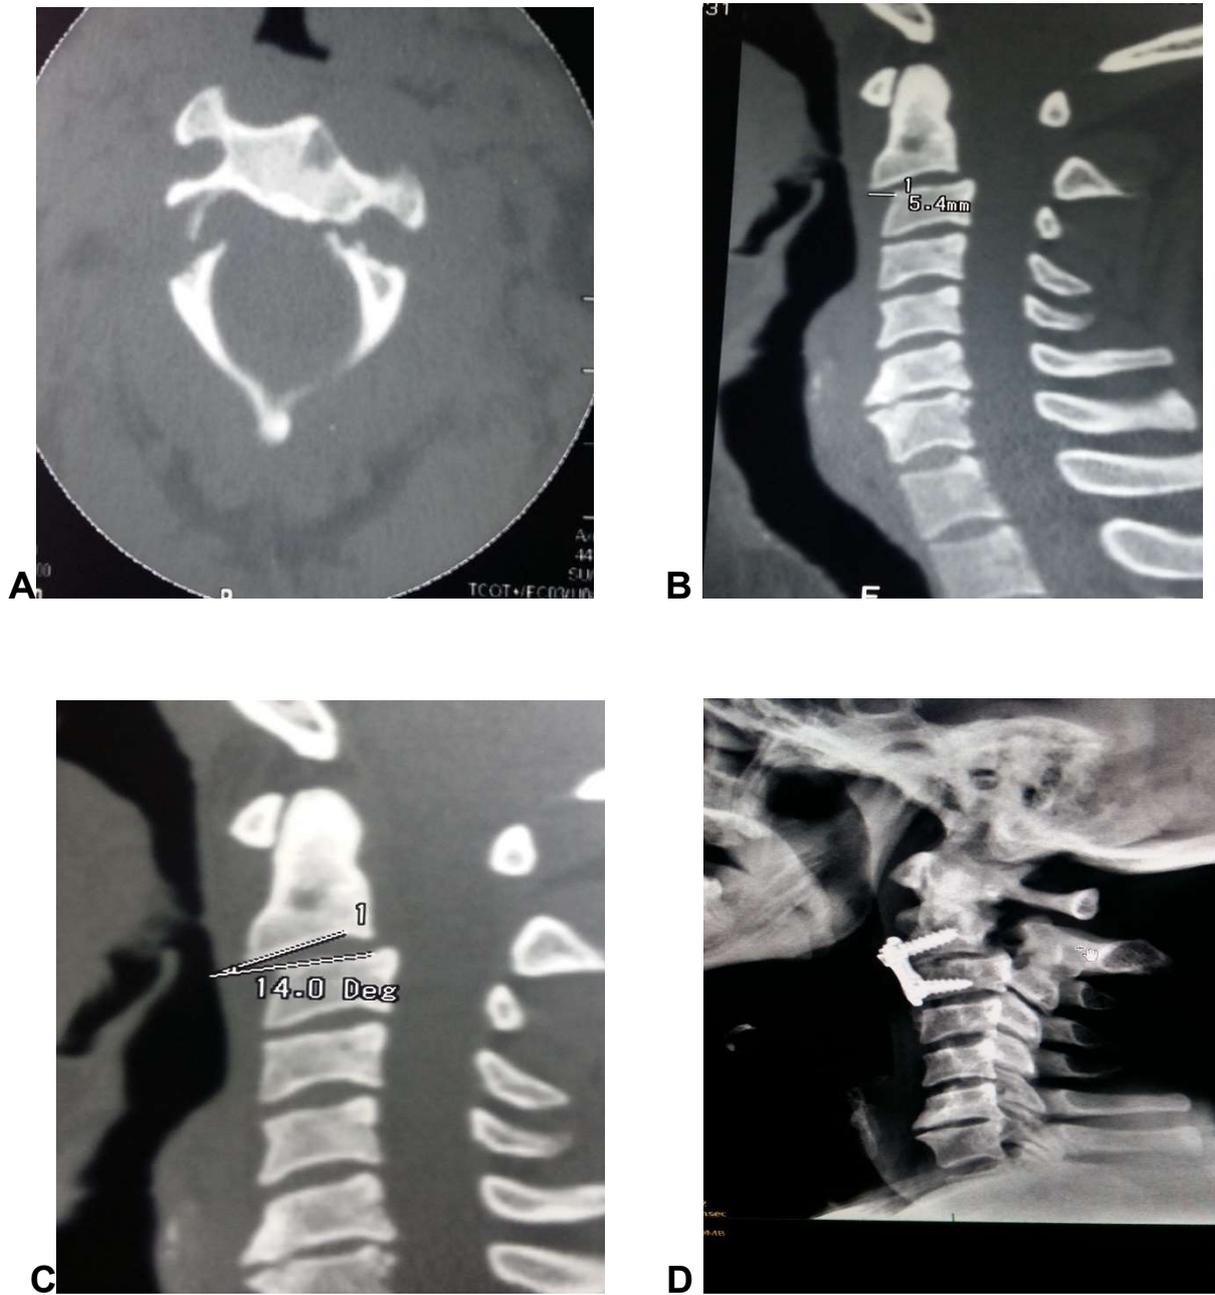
Scanner du patient dans le cas n°2 (fracture bi pédiculaire) sur vue axiale (A), vues sagittales (B, C) ; la luxation est de 5,4mm et l'angulation de 14°. L'image D montre l'image radiographique postopératoire.
